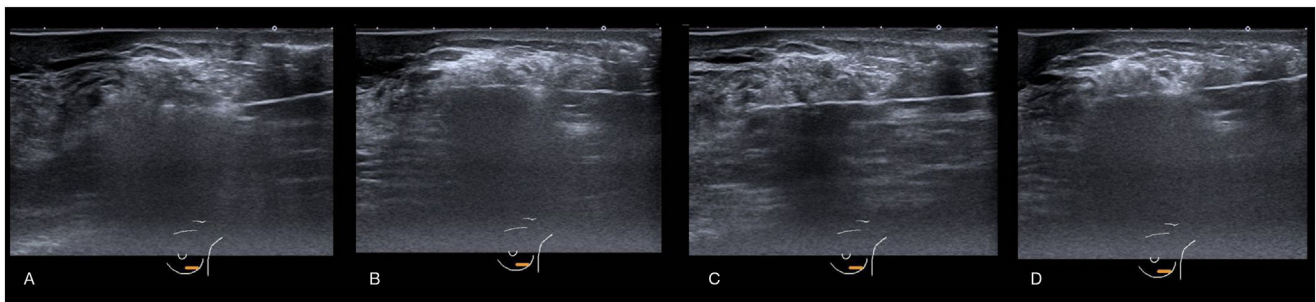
A-D) Imágenes de la ablación guiada por ecografía. A) Lesión nodular heterogénea, predominantemente hipoeecogénica y de bordes mal definidos, en cuadrante inferoexterno de la mama izquierda. Tras la realización de BAG se obtuvo un resultado de carcinoma ductal infiltrante Luminal A. Tras la planificación del abordaje, con entrada de la sonda por cuadrantes externos, se decidió realizar la ablación en 2 partes debido al tamaño de la lesión. En primer lugar, se actuó sobre la parte más profunda, B) dirigiendo la sonda de microondas hacia superficial para despegar la lesión de la musculatura pectoral. C) Posteriormente se actuó sobre la parte más superficial, D) dirigiendo la sonda hacia planos profundos para separar el nódulo de la piel.
